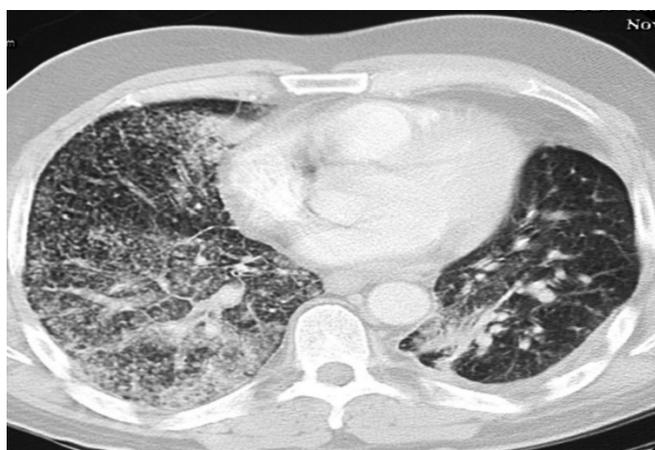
Пневмоцистная пневмония на рентгенограмме пациента Д., 1967 года рождения, страдающего ХЛЛ
